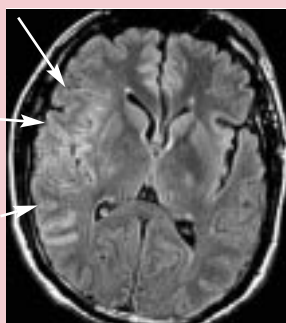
Accident ischémique sylvien droit profond et superficiel (flèches). Séquence FLAIR effectuée 2 heures et 45 minutes après la survenue brutale d'un déficit moteur de l'hémicorps gauche. Discret hypersignal gyriforme cortical avec effacement des sillons de la convexité. Hypersignal discret de la pointe postérieure du noyau lenticulaire droit.
